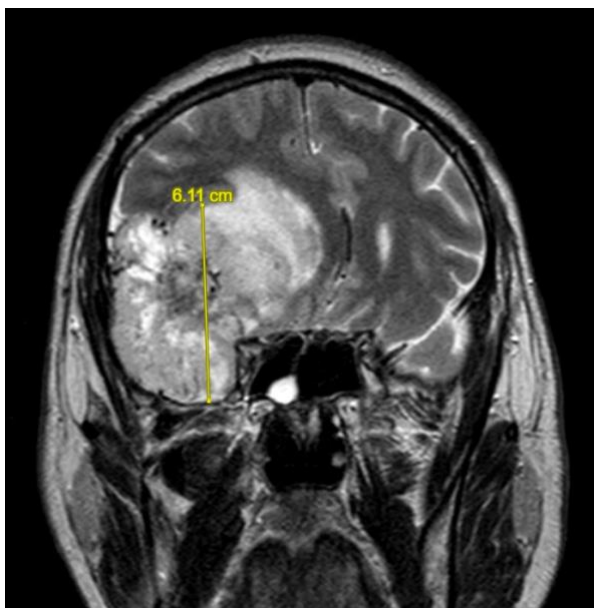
sezione coronale di MRI pesata in T2 con misurazione del diametro cranio-caudale del GBM.
